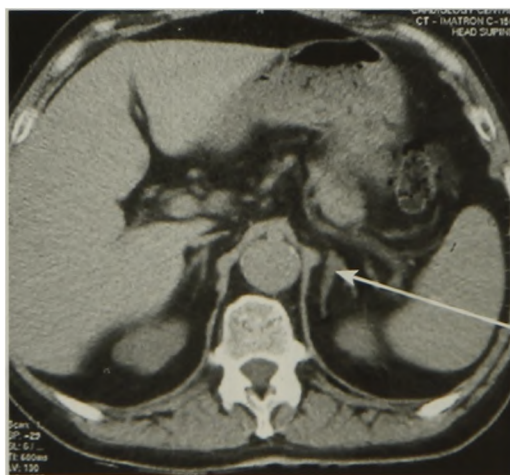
КТ. Гиперплазия левого надпочечника (стрелка). Ножки надпочечника неравномерно утолщены, что хорошо видно при сравнении его с правым. Оба надпочечника имеют U-образную форму
